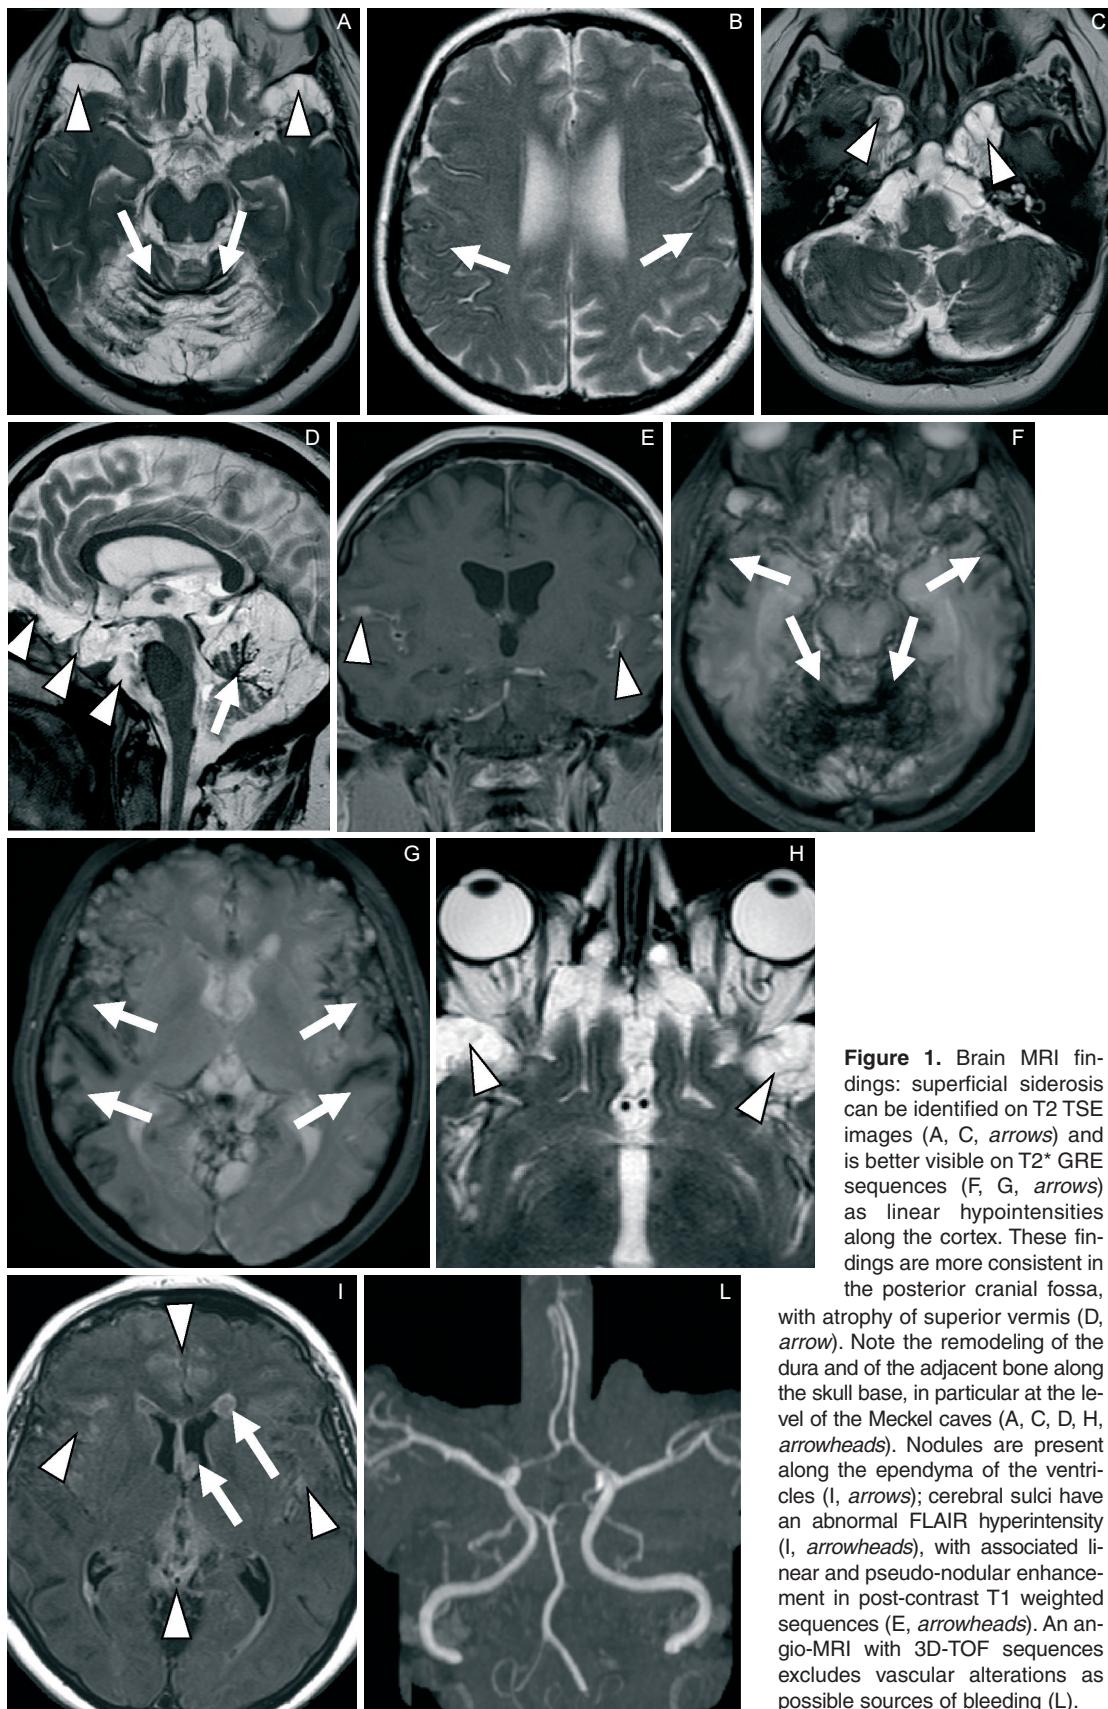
Brain MRI findings: superficial siderosis can be identified on T2 TSE images (A, C, arrows) and is better visible on T2* GRE sequences (F, G, arrows) as linear hypointensities along the cortex. These findings are more consistent in the posterior cranial fossa, with atrophy of superior vermis (D, arrow). Note the remodeling of the dura and of the adjacent bone along the skull base, in particular at the level of the Meckel caves (A, C, D, H, arrowheads). Nodules are present along the ependyma of the ventricles (I, arrows); cerebral sulci have an abnormal FLAIR hyperintensity (I, arrowheads), with associated linear and pseudo-nodular enhancement in post-contrast T1 weighted sequences (E, arrowheads). An angio-MRI with 3D-TOF sequences excludes vascular alterations as possible sources of bleeding (L).
